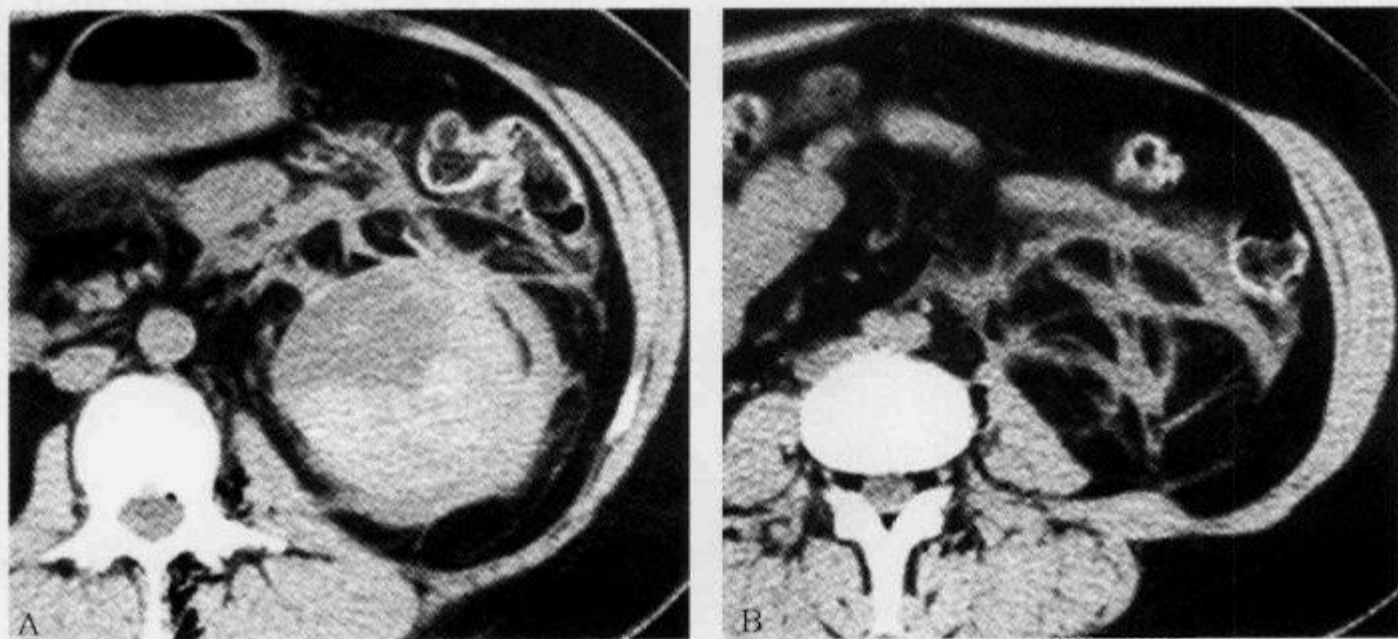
体外碎石后 CT 检查,平扫示“肾周蜘蛛网征”
